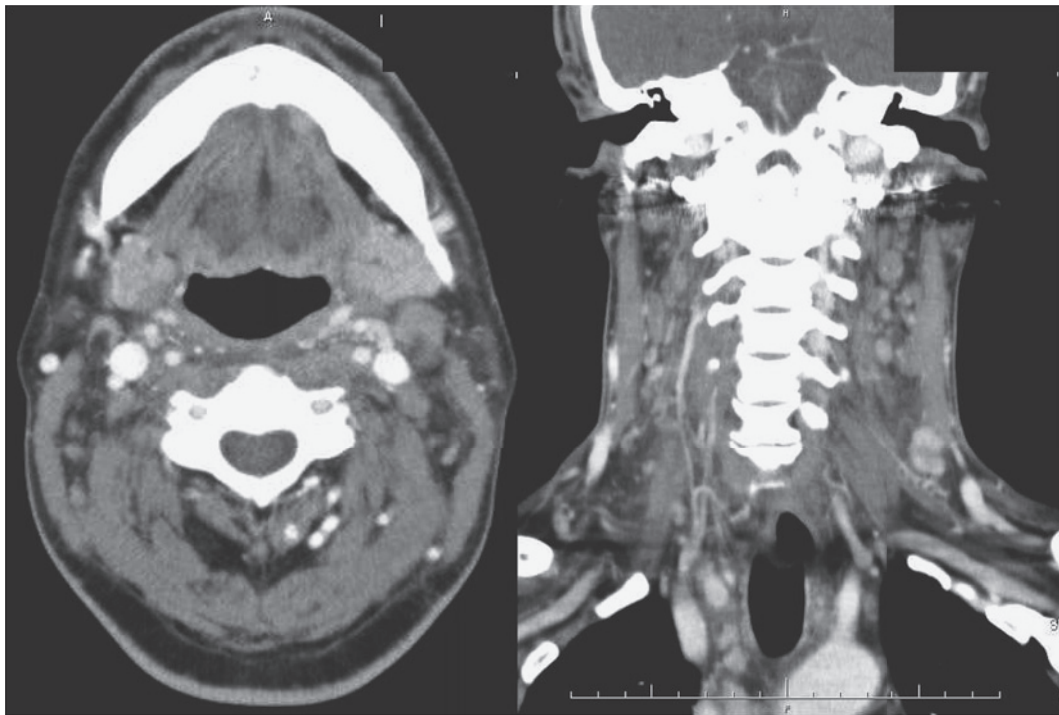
A CT scan of the neck reveals multiple solid mass shadows on both sides of the neck, left supraclavicular and upper mediastinal lymph nodes (metastatic lymph nodes).
